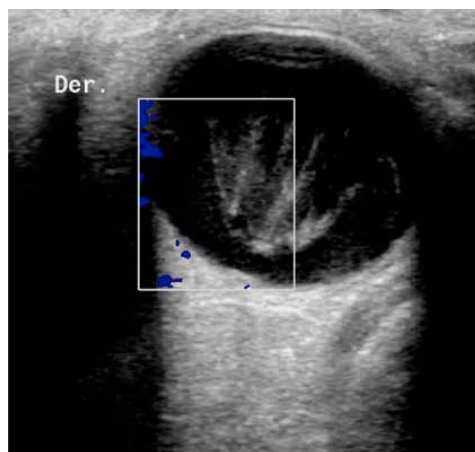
Ecografía ocular: Membrana hiperecogénica sin flujo doppler en su interior y sin anclaje a papila que se corresponde con el material hemático del hemovítreo.
